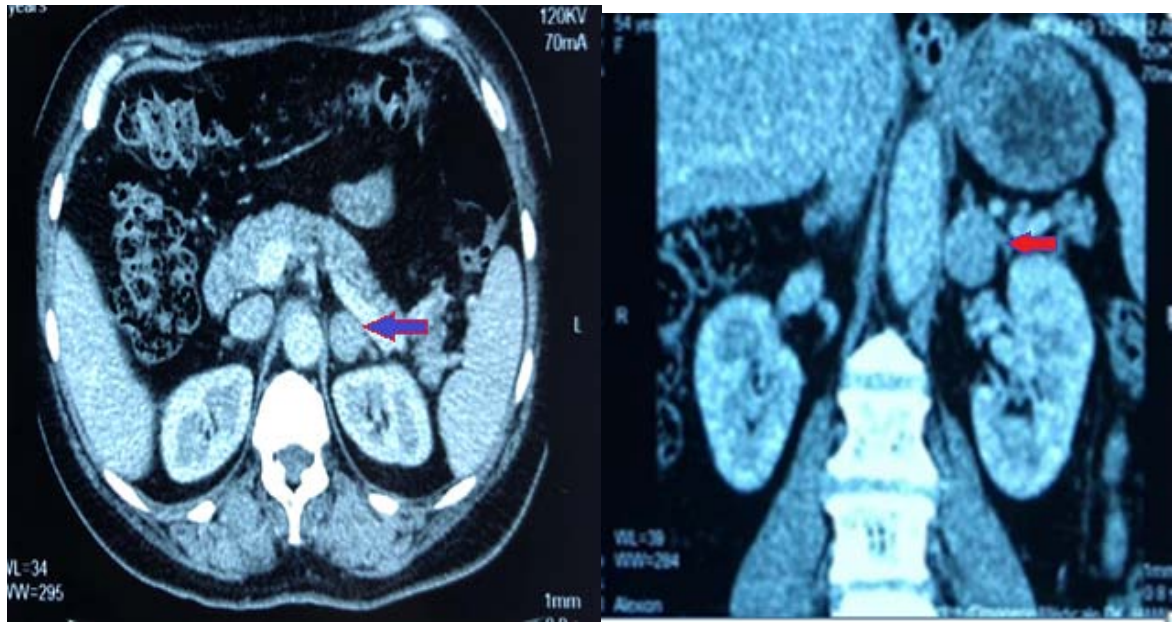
TDM surrénalienne d'une masse gauche (iconographie du service)
